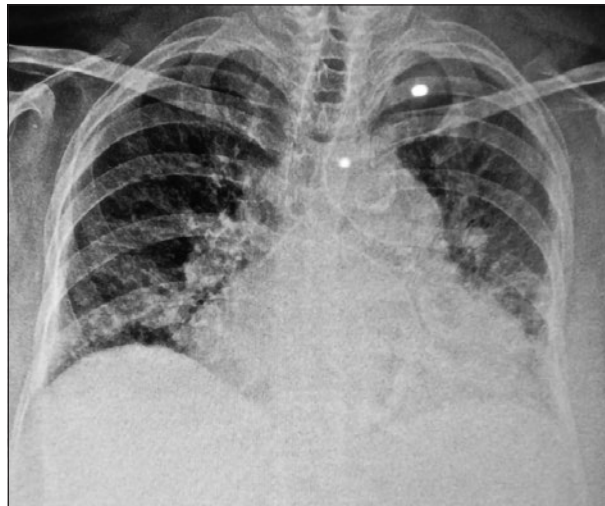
La radiografía de tórax evidenció cardiomegalia y derrame pleural con focos neumónicos.
